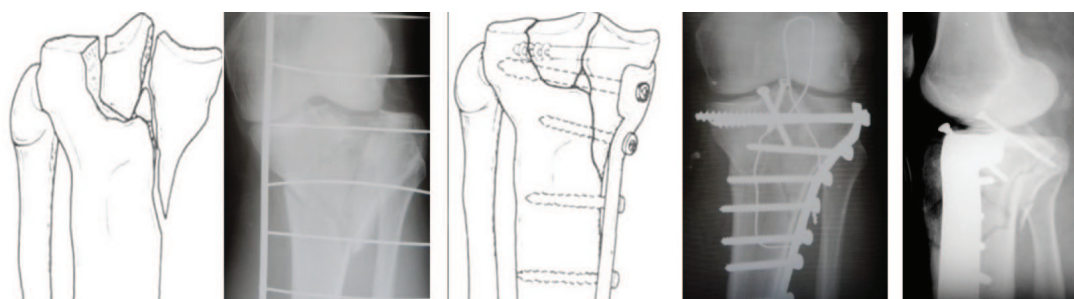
Схеми та рентгенограми перелому тип CIII до та після оперативного втручання
